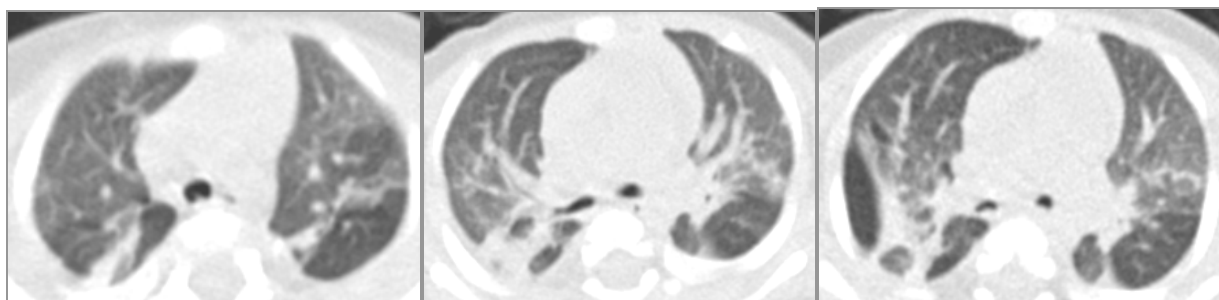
Аксиальные томограммы – поствоспалительные изменения легких у пациента 5 месяцев с ДМЖП.
